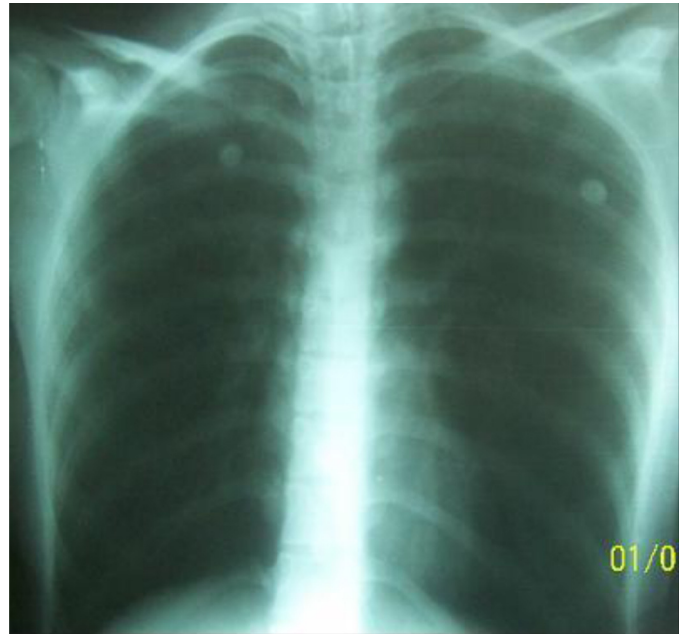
La radiographie thoracique pratiquée à l'admission, elle a mis en évidence une distension thoracique sans anomalie du parenchyme pulmonaire.
